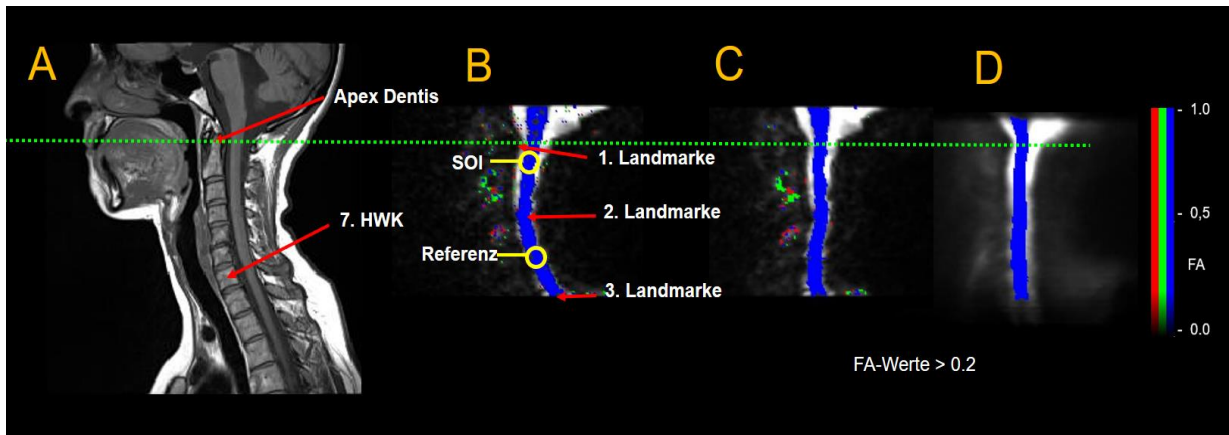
Darstellung des Normalisierungsprozesses der im Jahr 2012 gewonnenen Daten in der Klinik für Neurologie - Universitätsklinikum Ulm. FA: Fraktionale Anisotropie; A: T1 gewichtetes MRT-Bild zur Normalisierung der axialen Streckung. B: FA-Karte, Sagittale Rekonstruktion von axialen DTI-Sequenzen, Markierung der Landmarken für die lineare Normalisierung und der „Slices of interest“ (SOI). C: Axial normalisierte FA-Karte von (B). D: Die fertige FA-Vorlage aus axial normalisierten FA-Karten nach dem Normalisierungsprozess
